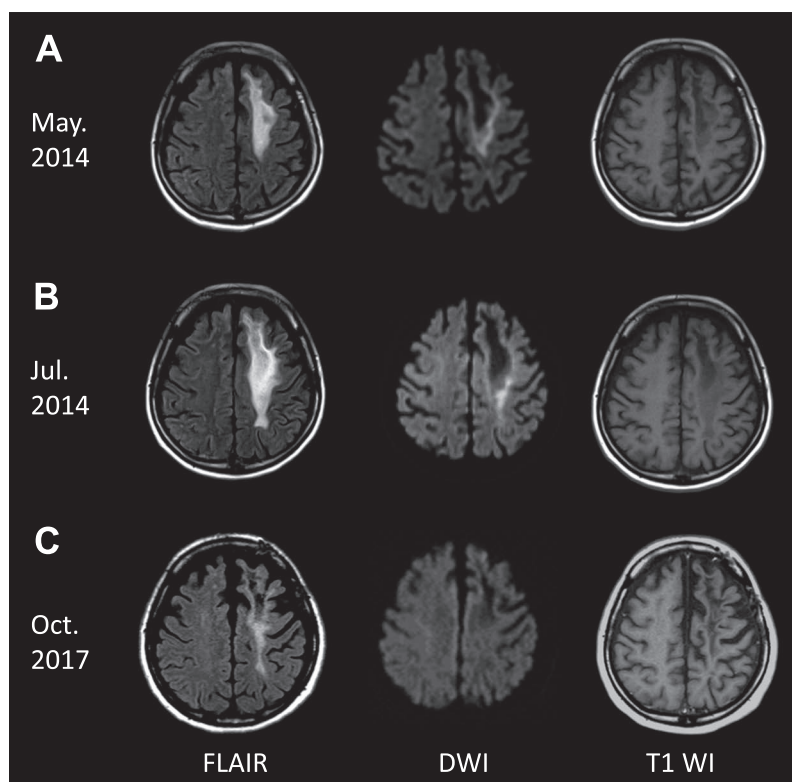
Brain MRI findings of patient 2.
